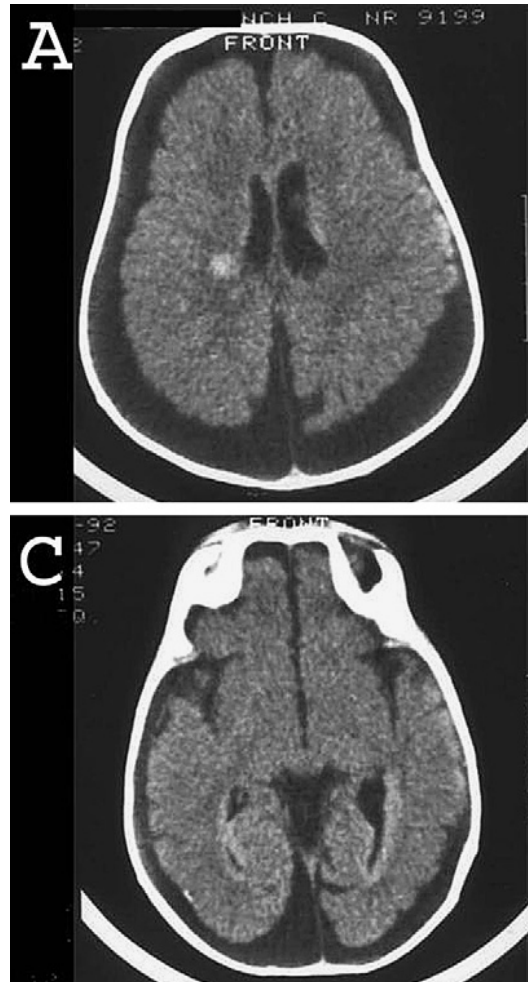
(A et C) TDM du cerveau démontrant des lésions hyperdenses de la zone périventriculaire [82]
